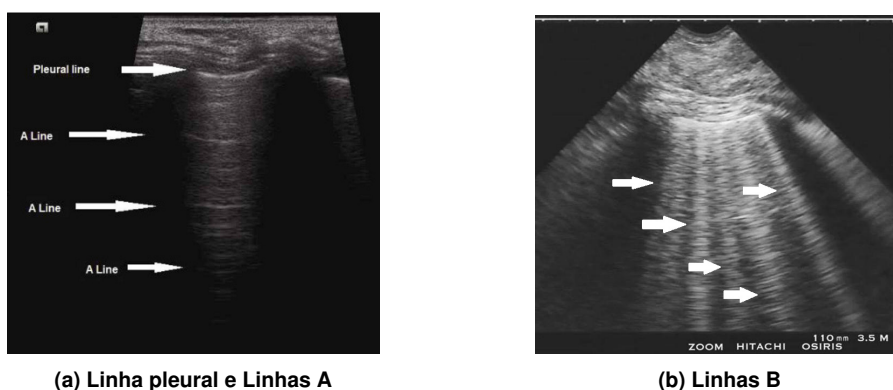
a) Ultrassonografia pulmonar, mostrando a linha pleural e as linhas A.
